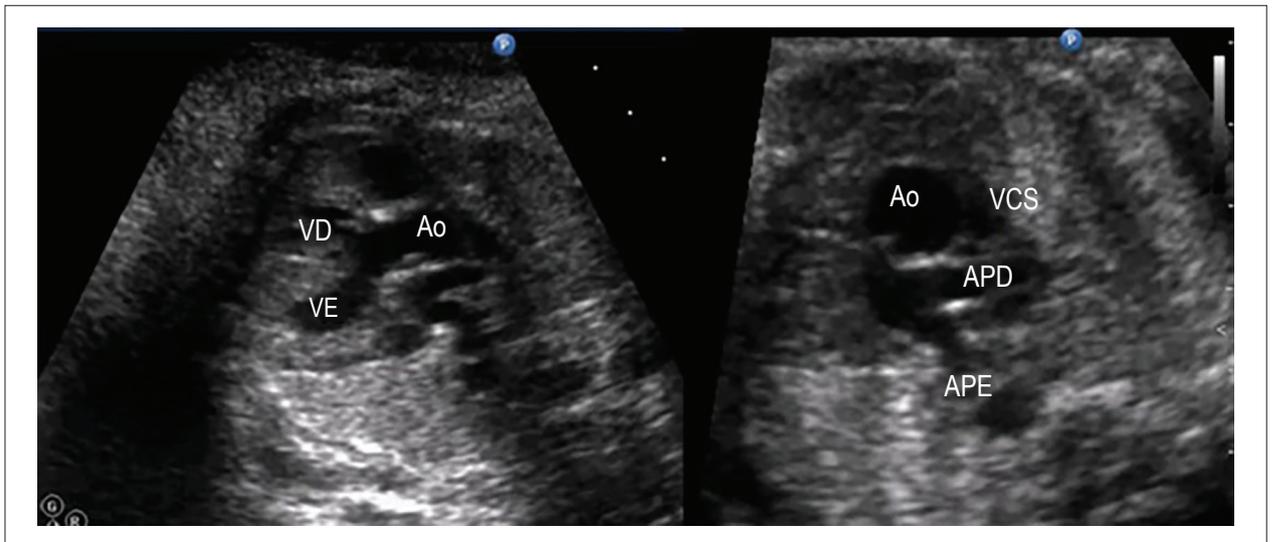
Ecocardiograma fetal realizado na 24ª semana gestacional: A – Ampla comunicação interventricular com a aorta dextroposta e cavalgando o septo interventricular. B – Projeção dos 3 vasos mostrando artérias pulmonares confluentes e de bom calibre e aorta dilatada.
